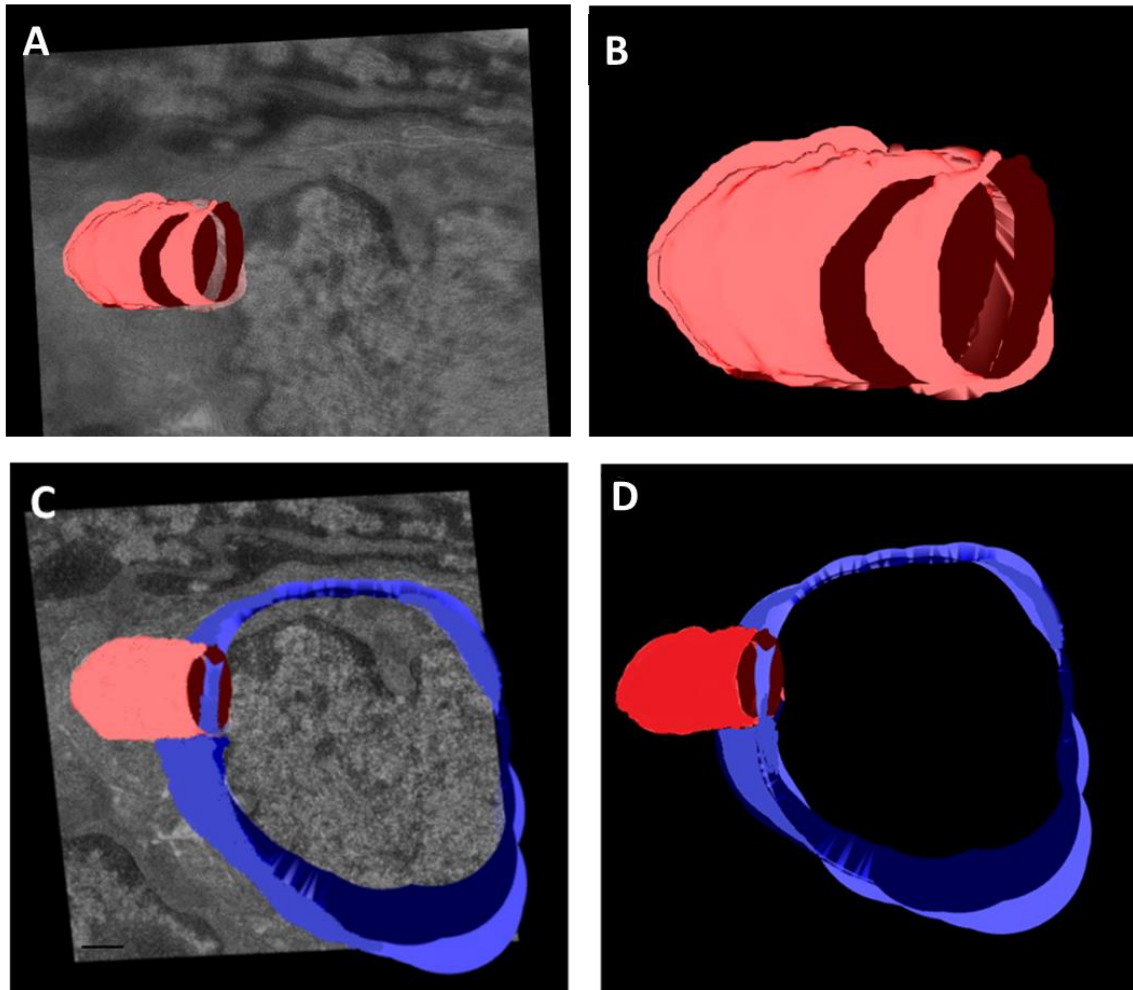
Tomographische Rekonstruktion einer Nervenfasern
